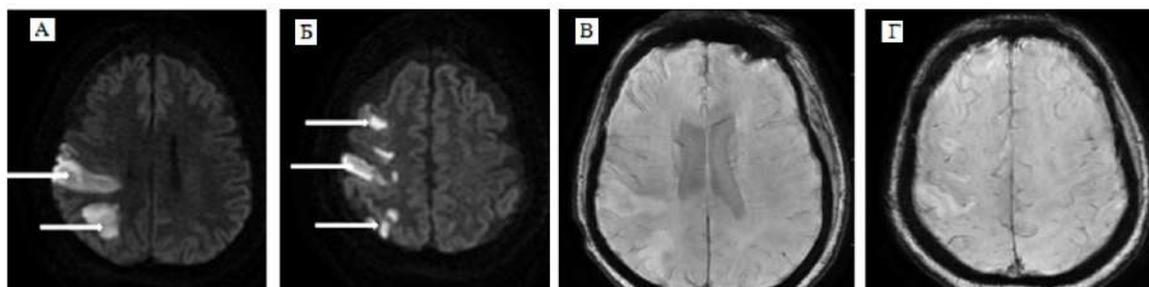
Магнитно-резонансная томография головного мозга пациентки: А, Б – диффузионно-взвешенное изображение (режим DWI), стрелками указаны очаги повышения интенсивности сигнала, соответствующие острым ишемическим изменениям. В, Г – режим T2 star weighted angiography, геморрагической трансформации не выявлено
